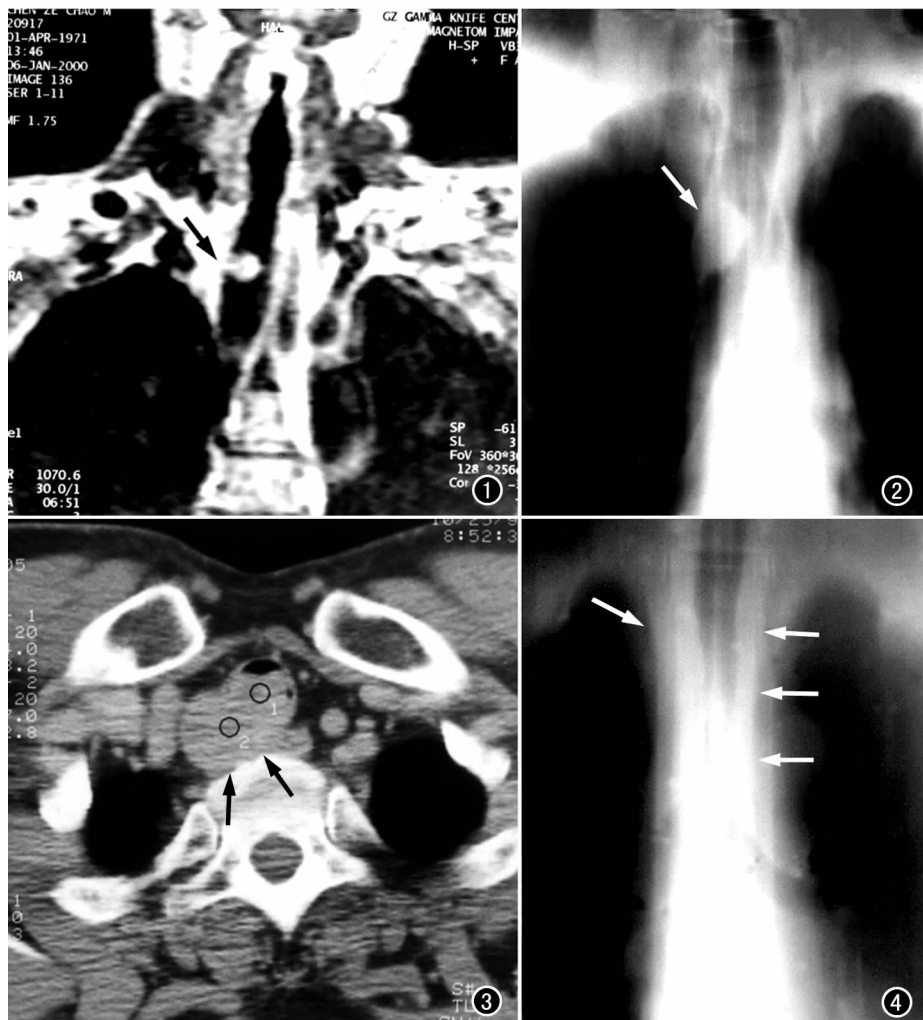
平滑肌瘤。MRI 冠状位片示气管中、下交界段右侧壁有一乳头状肿瘤突向腔内(箭),T₁WI 像上呈中等信号强度,边缘光整,窄基底,无管壁增厚。
